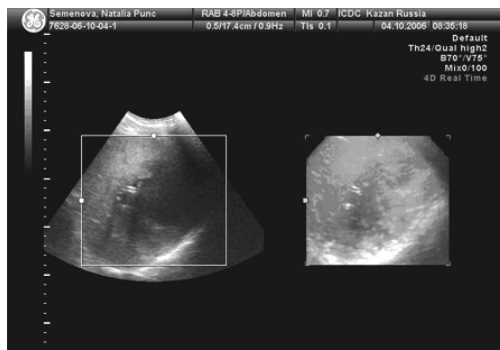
Контрольное УЗИ больной С. 34 лет через 2 суток после дренирования кисты печени.
